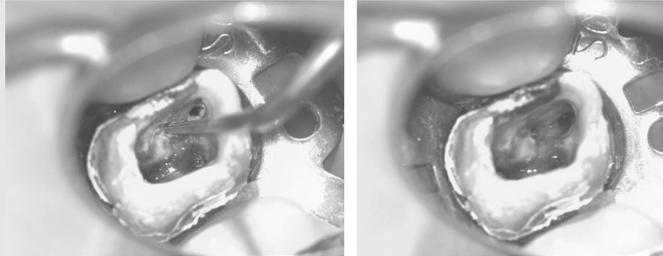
초음파기구를 이용한 근관입구 찾기
